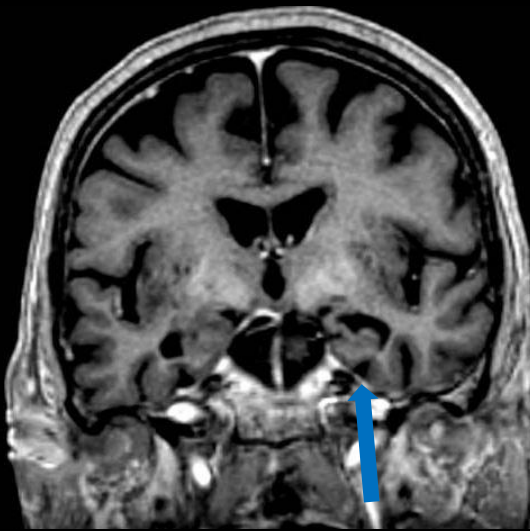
Imagen focal de señal hiperintensa en secuencia t2 e hipointensa en T1 y FLAIR, sin realce tras el gadolinio.
